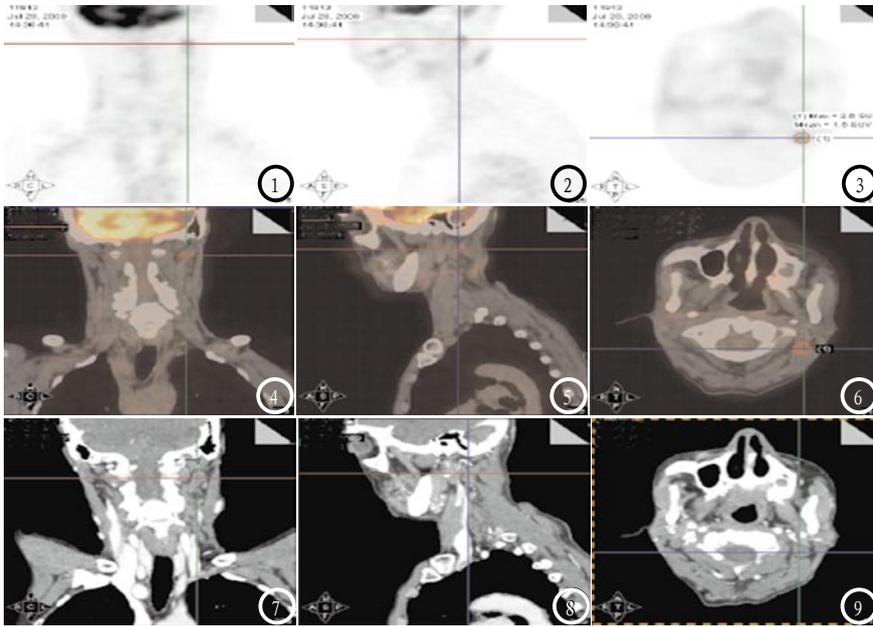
颈部淋巴结转移PET/CT图像。患者，女69岁，PET/CT显示淋巴结呈结节状放射性异常浓集影，边界清晰，多个结节融合成团块状，病灶SUV值为2.6。
